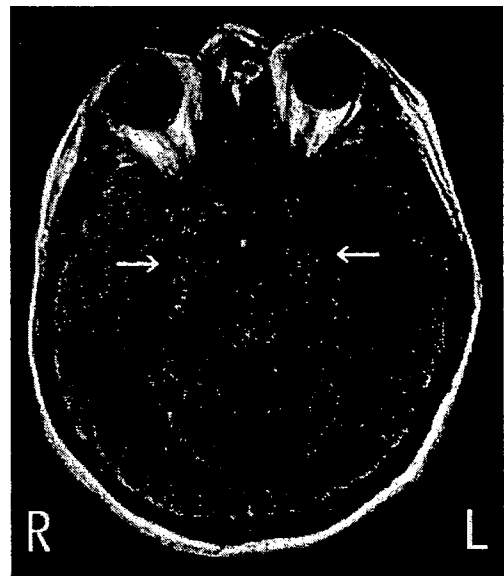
Axial brain FLAIR (fluid attenuated inversion recovery) MRI (TR 8,000/TE 130) on the 6th day demonstrates high intensity areas in the mesial temporal lobe bilaterally (arrows).
